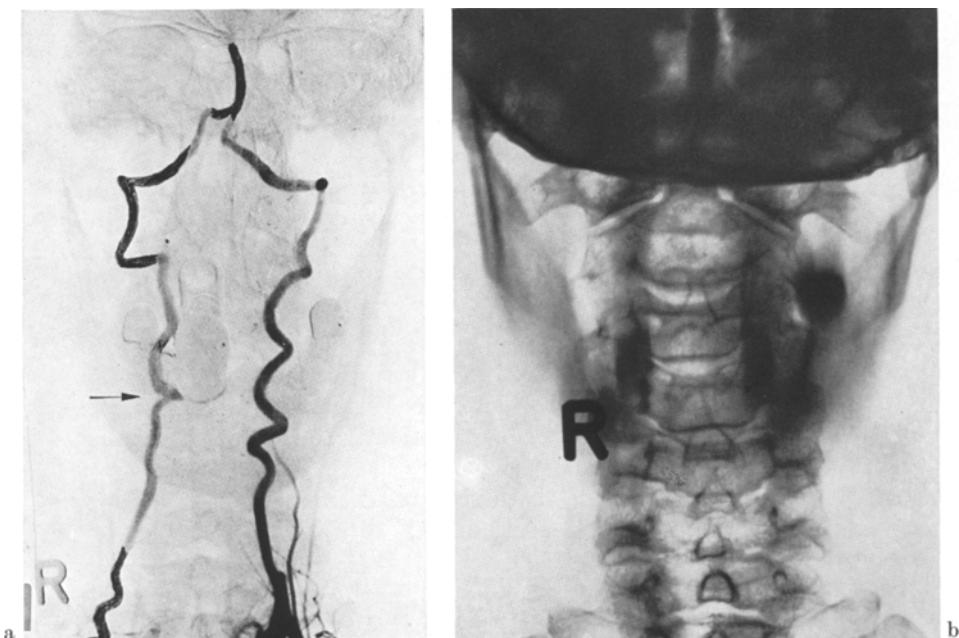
a Simultane Subclaviaangiographie bds. (Subtraktionsverfahren). Abnorme Schlängelung und Knickbildung (Pfeil) beider Vertebralarterien. b Röntgenaufnahme der HWS. Ausgeprägte spondylotische Randzackenbildung bei C 4/C 5 und C 5/C 6 (Fall 2)
